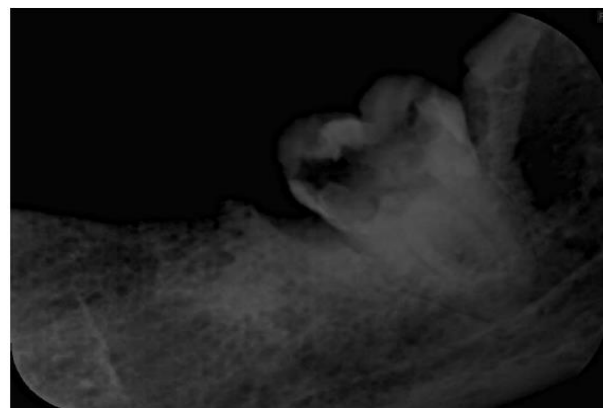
Radiografia periapical evidenciando dente 38 com extensa lesão de cárie.
